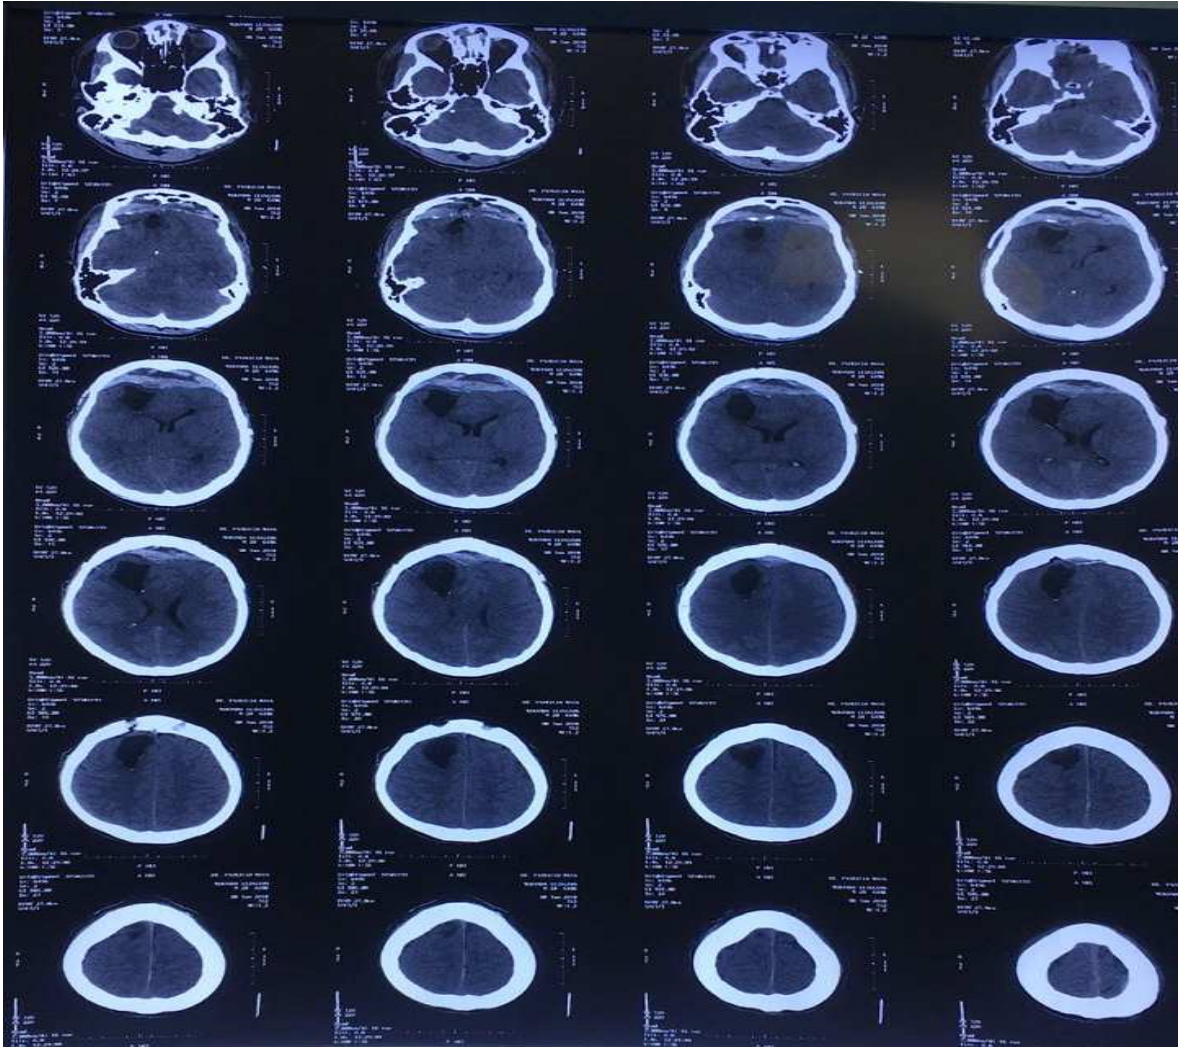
Tomografía de cerebro corte axial en el que se observa una masa hipodensa en el lóbulo frontal del lado derecho correspondiente a una cavidad necrótica producto del neumoencefalo con borramiento de los ventrículos laterales.
